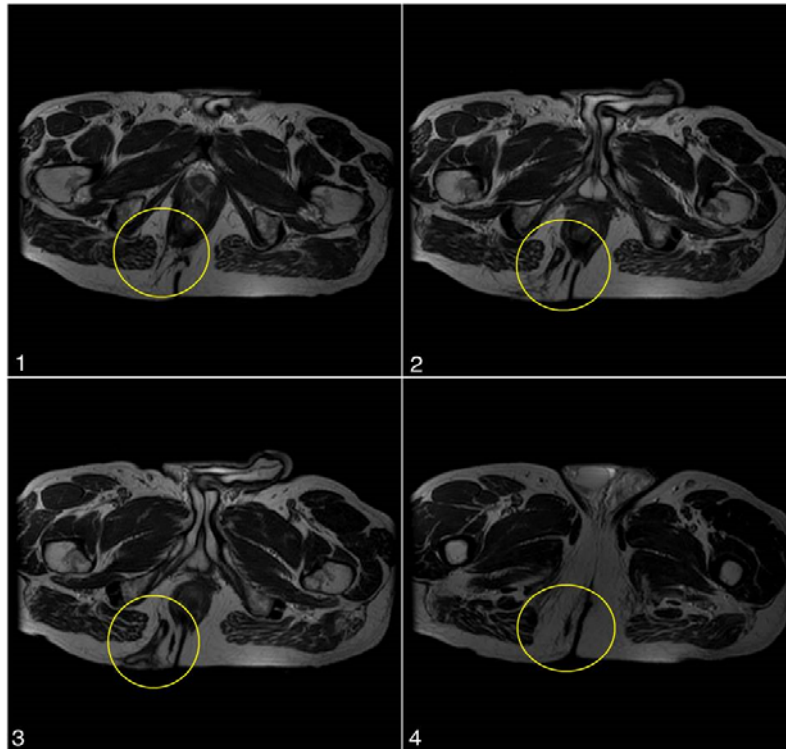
segmento axial T2 de RM magnética demonstrando trajeto fistuloso com extensão do ânus até a pele localizado às 8horas ultrapassando toda a musculatura, classificar a fístula em transesfincteriana. (acervo pessoal)
